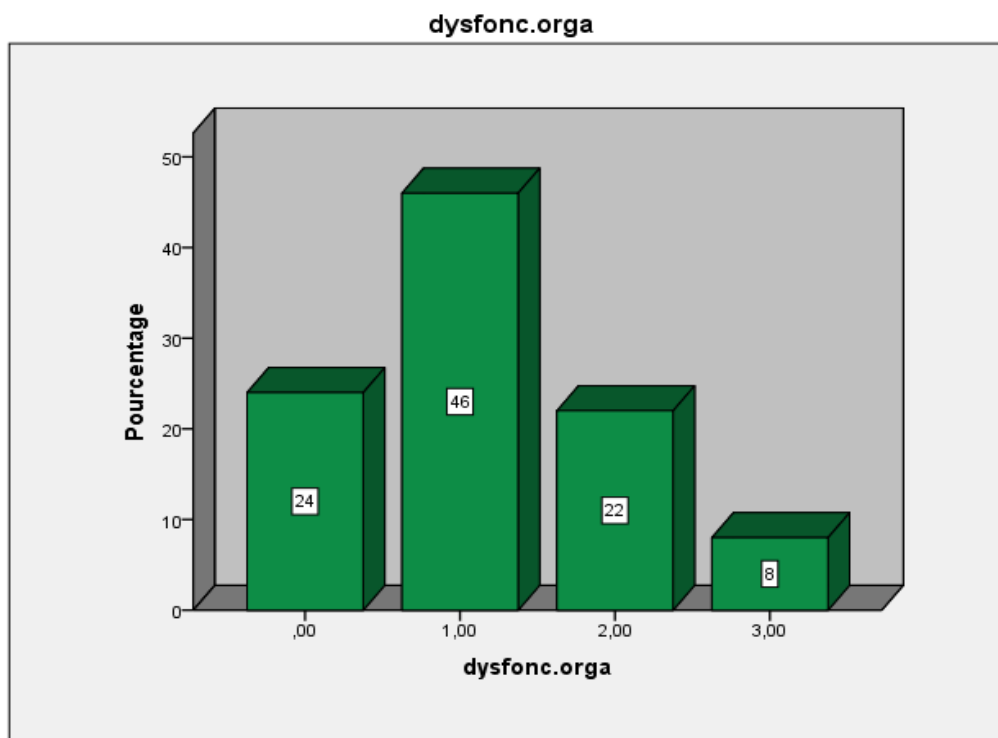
Répartition selon le nombre d'organes défaillants chez les patients non monitorés par échocardiographie.
